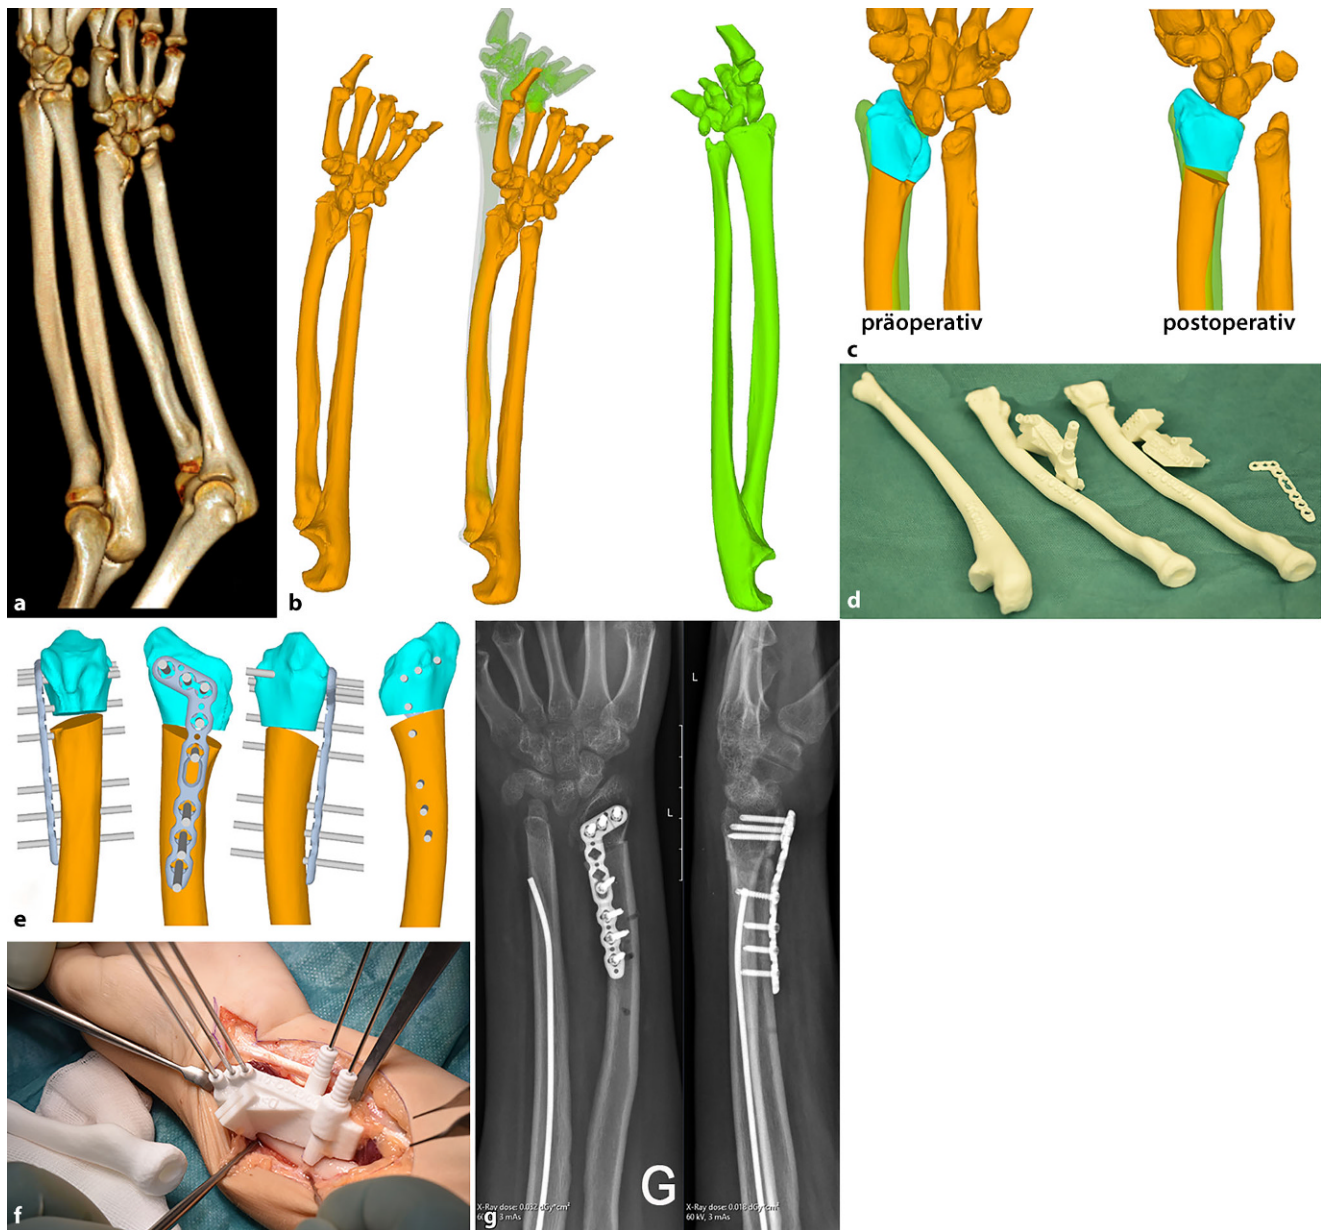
▲ a, b Beispiel einer Umsetzung von CT(Computertomographie)-Bildern und 3-D-Rekonstruktionen durch Implementierung der DICOM(Digital Imaging and Communications in Medicine)-Daten in ein entsprechendes 3-D-Computer-basiertes Planungsprogramm. (Planung in Zusammenarbeit mit der orthopädischen Uni Klinik Balgrist, Zürich). a 3-D-Rekonstruktion einer Unterarmfehlbildung im Sinne einer Madelung-Deformität und Verkürzung, zur Planung sind immer die Referenzbilder der nichtbetroffenen Seite notwendig. b Darstellung der DICOM-Daten-Rekonstruktion mit der Planungssoftware; in der Mitte sehen wir die übereinander gelegten Bilder. c Darstellung der präoperativen und postoperativen Situation des distalen Radius, wobei die Osteotomiehöhe wie auch Osteotomieorientierung errechnet werden. d Entsprechend den Daten und Berechnungen werden 3-D-Modelle angefertigt sowie gemäß Planung erstellte Schnitt- und Verschraubungsschablonen inklusive der am optimalsten passenden Platte. e Simulierte Korrektur inklusive Vorschlag der Plattenlage. f Intraoperative Darstellung nach Präparation des distalen Radius und Anlage der Osteotomieschablone/Block. g Postoperatives Röntgenbild, das genau der Planungsvorlage entspricht. (Mit freundl. Genehmigung von © Universitätsklinik, Inselspital Bern/Bern, Schweiz. Alle Rechte vorbehalten)
